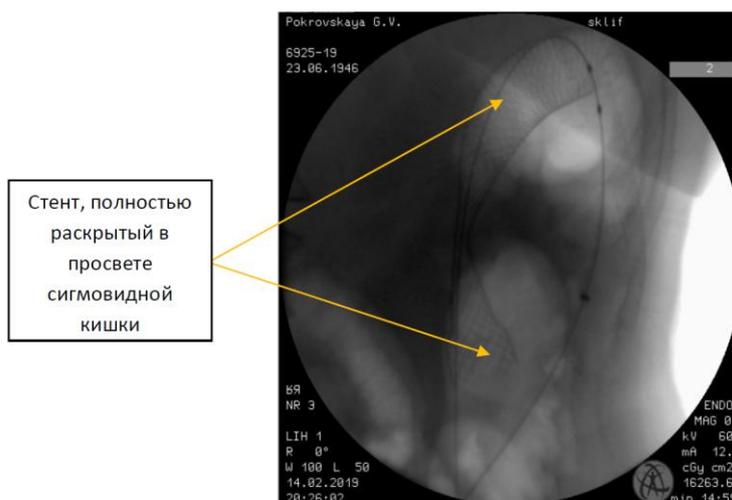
Рентгенологический контроль раскрытия и положения стента
